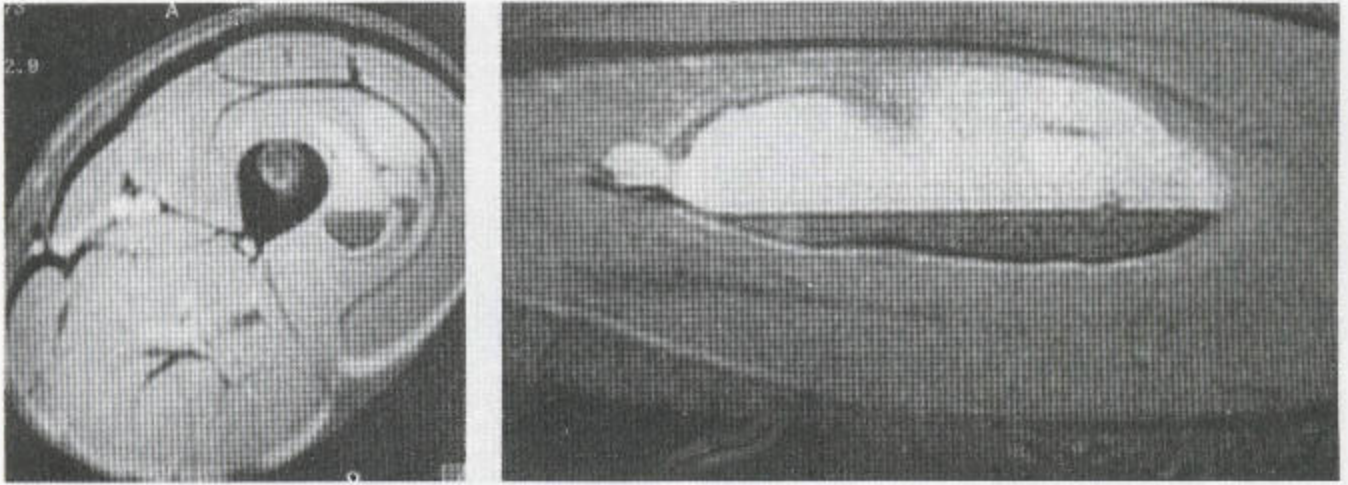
MRI 上显示的肌肉血肿 (a) 冠状位 T_1 加权 MR 序列显示血肿和肌破裂。(b) 另一患者矢状位 T_2 加权图像显示弥散性肌间出血。
